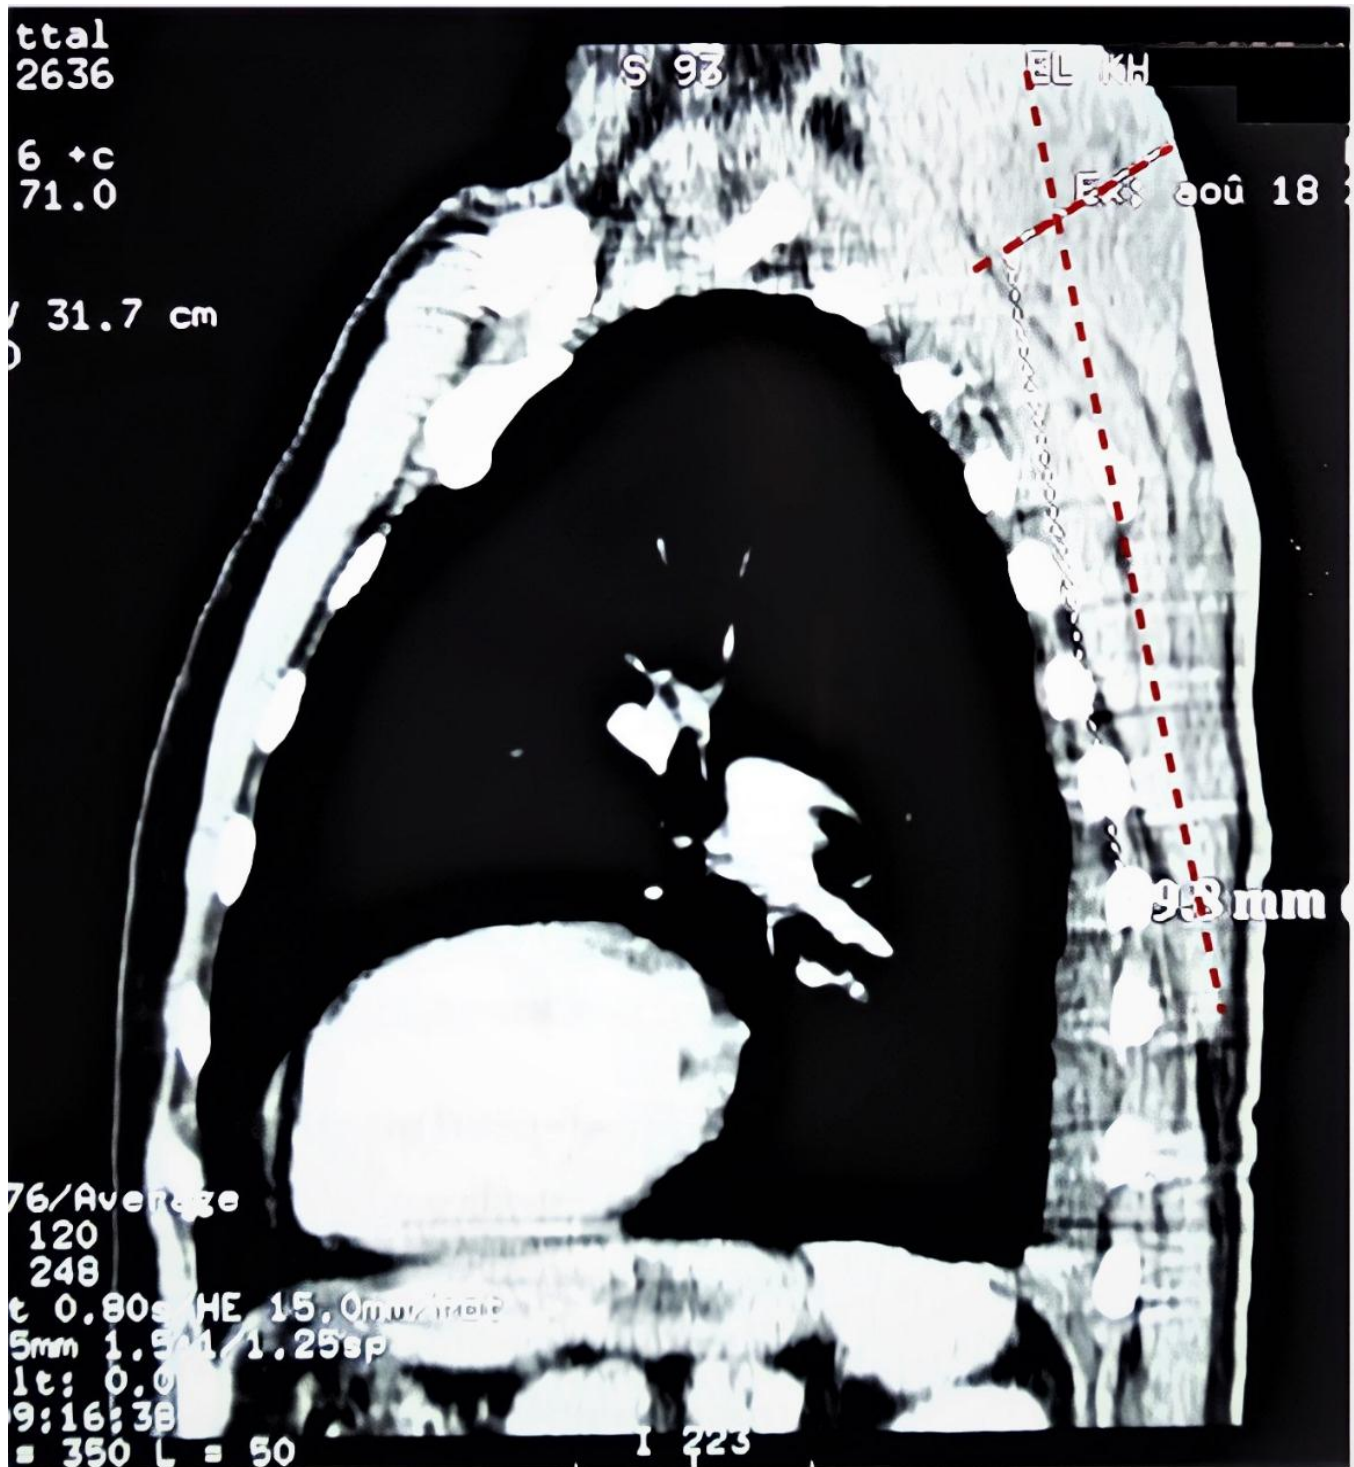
TDM thoracique en coupe sagittale montrant une infiltration de la paroi thoracique arrivant jusqu'au plans musculaires paravertébraux, s'étendant jusqu'à la nuque (flèche rouge)
